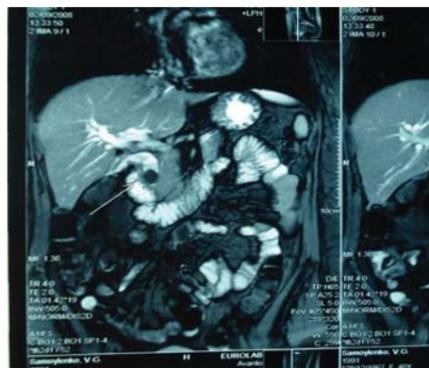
Магнитно-резонансная томография, холедохолитиаз
